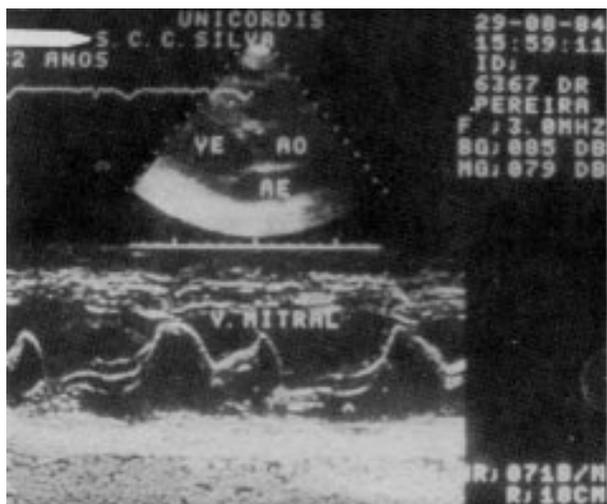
Ecocardiograma uni e bidimensional evidenciando PVM.
